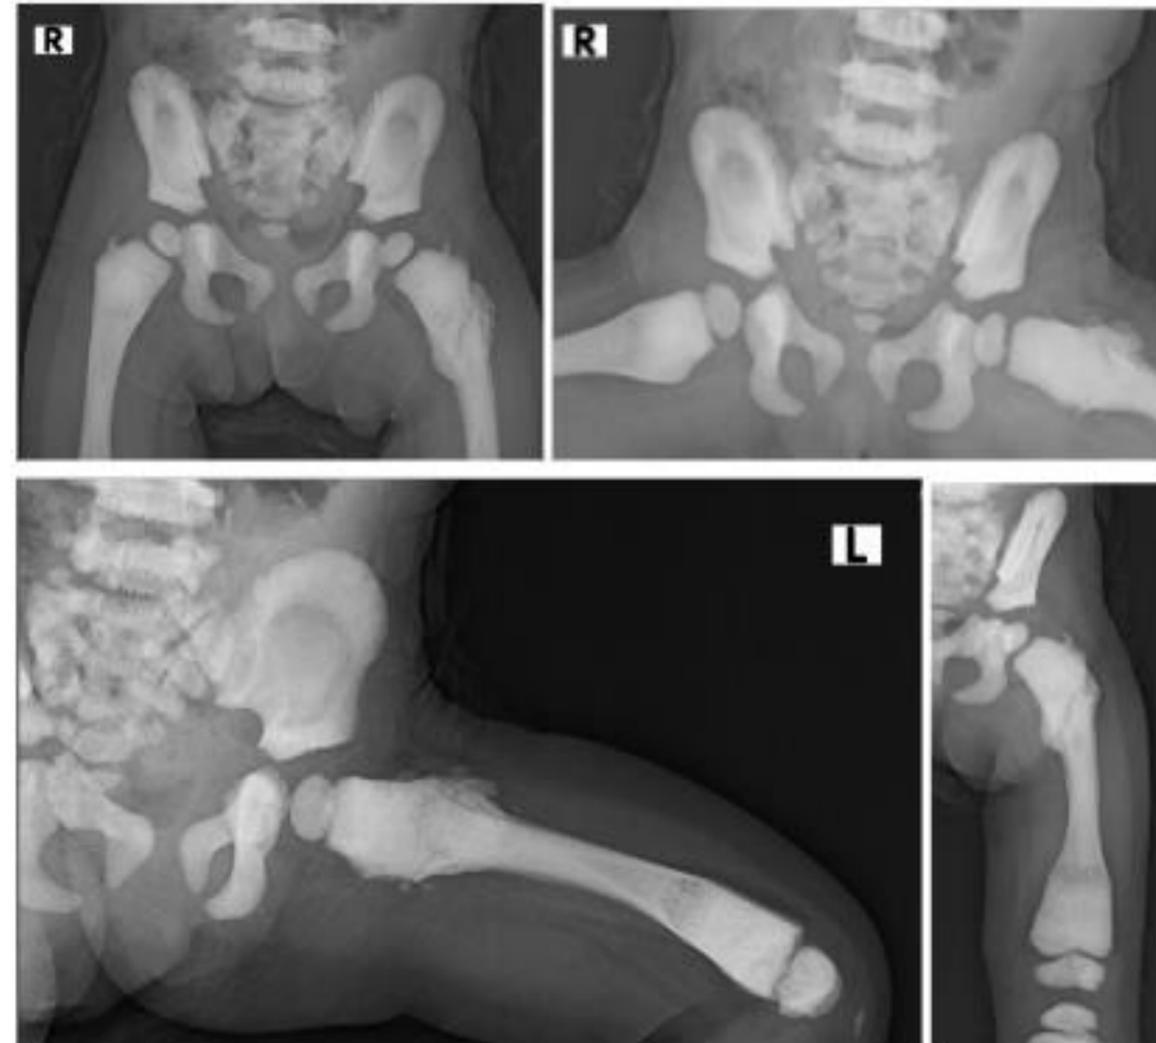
Radiografía de huesos largos: fractura metafisiaria de fémur proximal izquierdo, pérdida de diferenciación corticomedular, metáfisis proximales y distales de fémures y tibias en “Matraz de Erlenmeyer”, con líneas de Park-Harris metafisiarias; en alerones iliacos osteoesclerosis y signos de “hueso dentro de hueso”.
